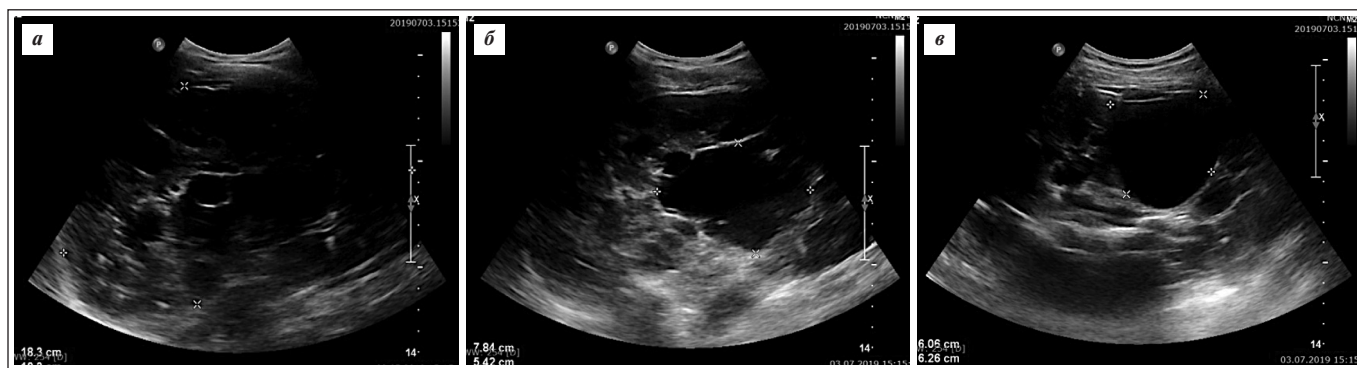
УЗИ почек пациента Б. Почки увеличены, ткань почек представлена конгломератом анэхогенных образований с четкими ровными контурами. УЗ-признаки ПП
